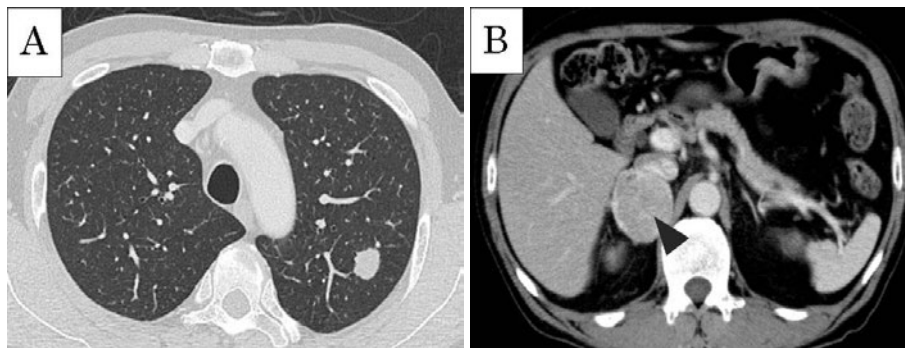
CT. (A) 左S¹⁺²に約2cmの結節影, (B) 右副腎腫瘍(矢頭).
